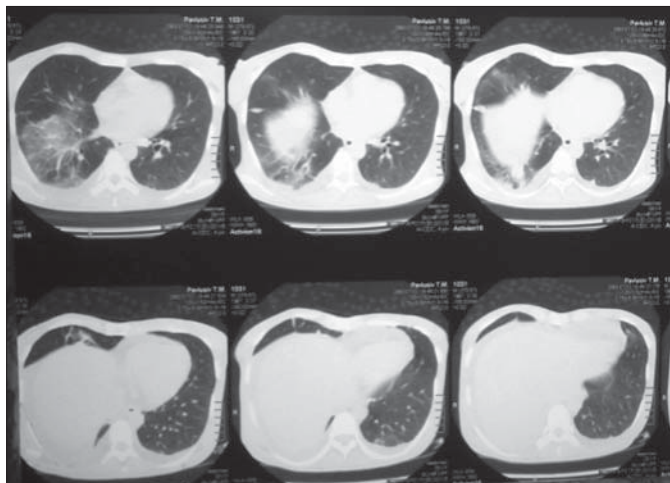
Комп'ютерна томографія хворої П., 12-й день хвороби. (09.12.09)
